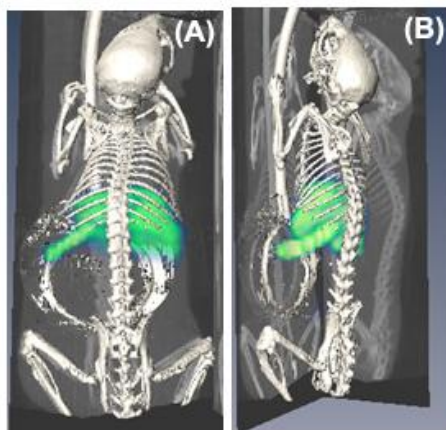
Imagem SPECT/CT após 1 hora da injeção do composto $[[^{99m}\text{Tc}]\text{-bdtc}]$
